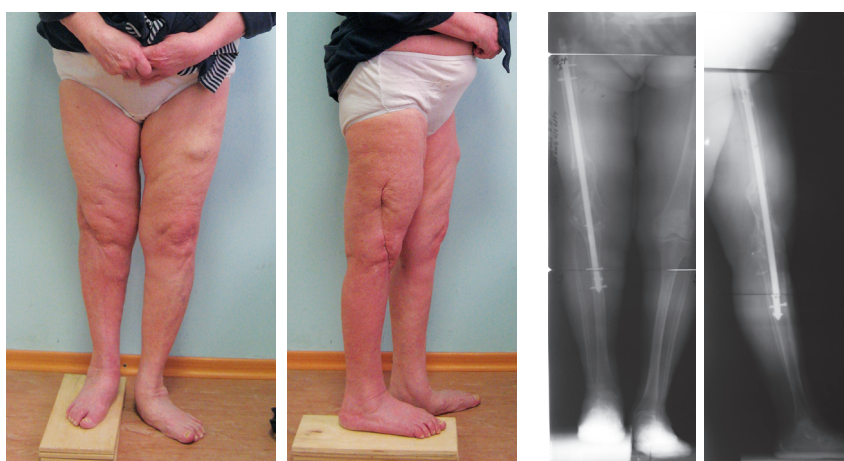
Внешний вид и рентгенограммы пациентки после артродеза коленного сустава интрамедуллярным стержнем
